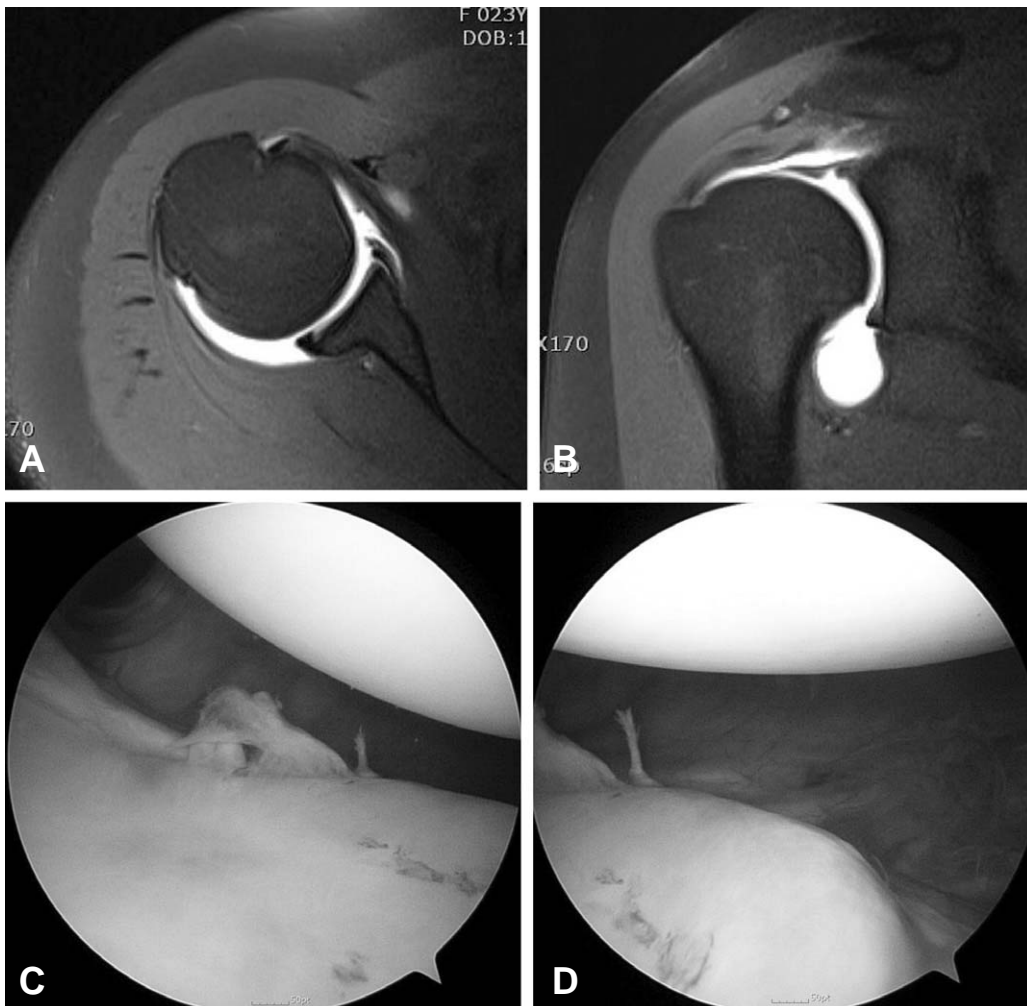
(A-D) MRI and arthroscopic findings show Bankart lesion.
